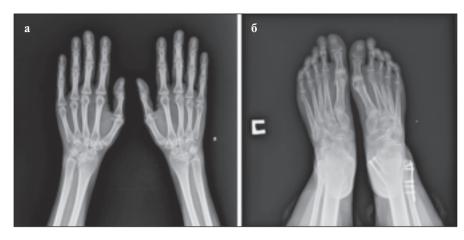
Рентгенография кистей (a) и стоп (б) пациентки Д. (описание в тексте) Fig. 1. X-ray of the hands (a) and feet (b) of patient D. (description in the text)
